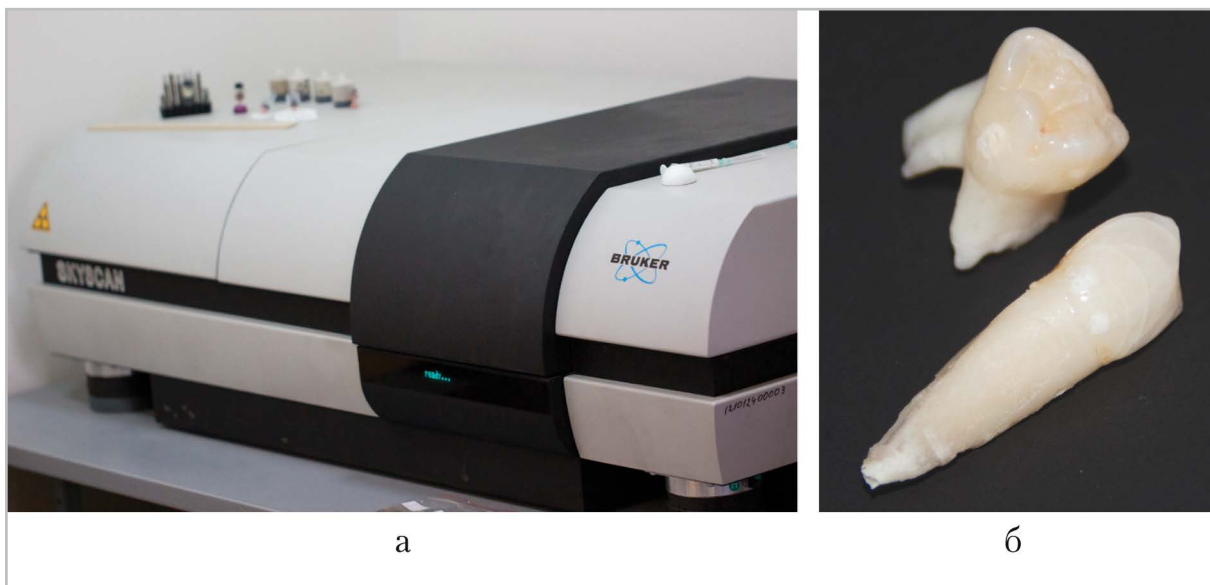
Микротомограф SkyScan 1172 Bruker и исследуемые образцы: *а* — общий вид томографа; *б* — временные зубы пациента с ГФР, удаленные по поводу периапикальных абсцессов
